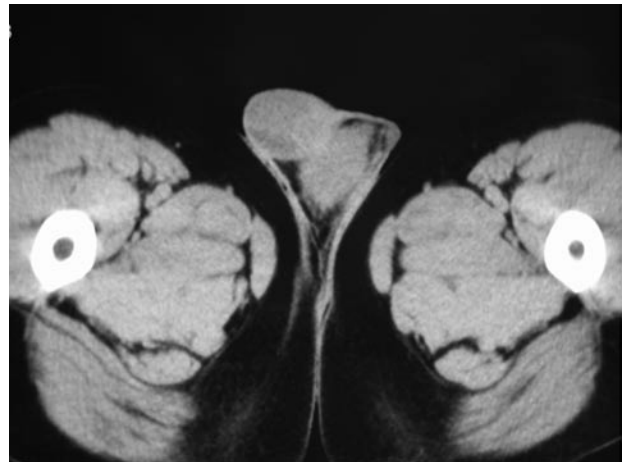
TAC. 2 imágenes de densidad sólida, relacionadas entre sí y situadas en hemiescrotal derecho.
